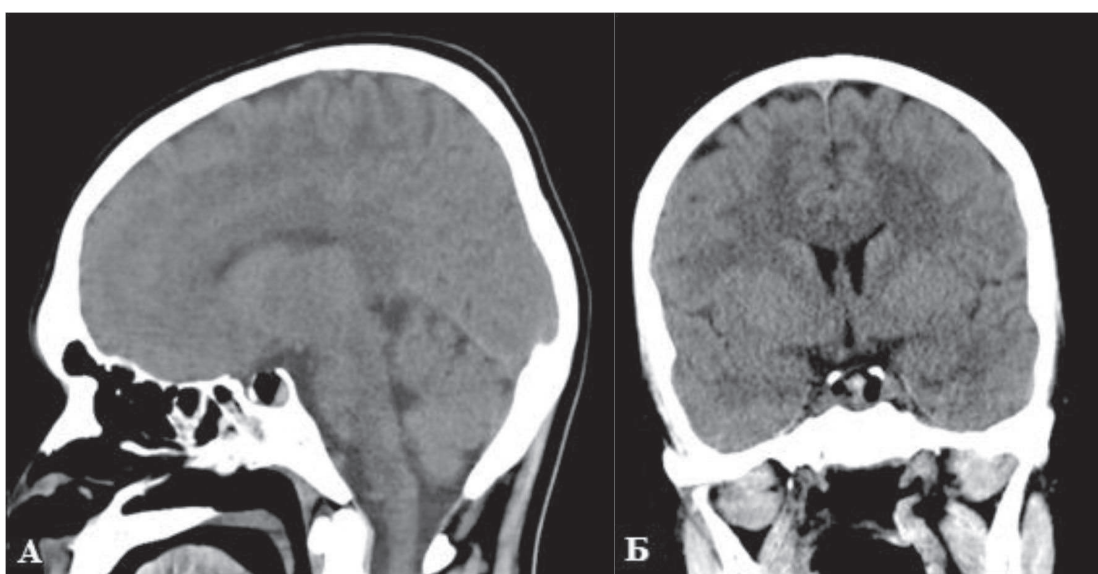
На КТ головного мозга аксиальной (А) и фронтальной (Б) проекциях, в хиазмально-селлярной области визуализируется ложе удаленной опухоли. Боковые, III-, IV- не дислоцированы.
